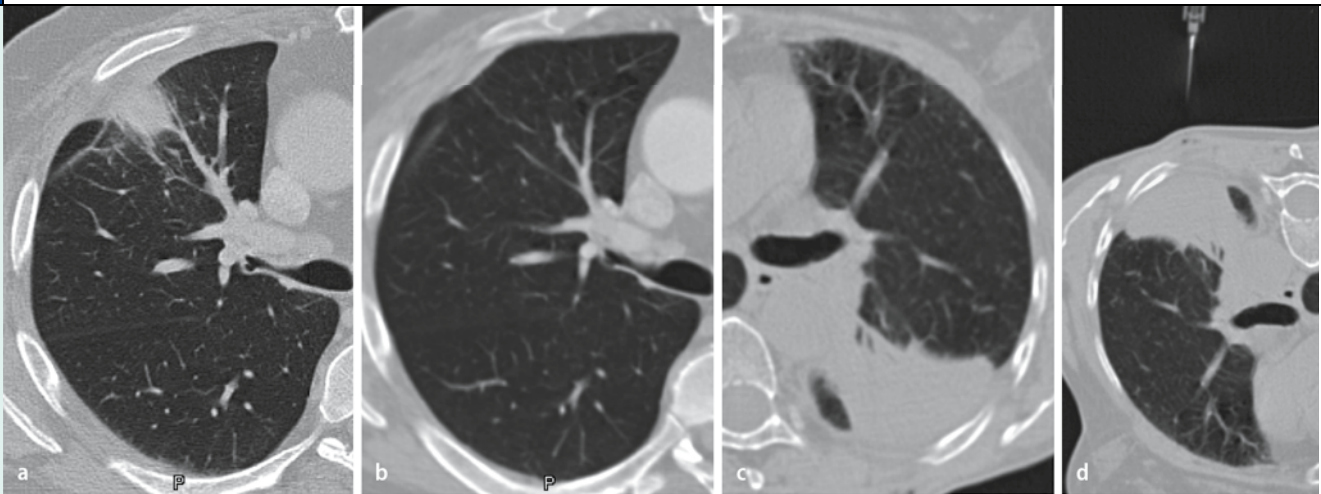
▲ CT-Morphologie von „Restitutio ad integrum“ und Karnifikation: a 38-jähriger Mann ohne Vorerkrankungen mit rundherdartigem pneumonischem Infiltrat im anterioren Oberlappen; b Verlaufskontrolle nach 8 Wochen mit Nachweis einer feinen Parenchymnarbe und diskreter pleuraler Schwiele („Restitutio ad integrum“). c,d 65-jähriger Mann mit chronischem Alkoholabusus; die in der Verlaufskontrolle konstante homogene und scharf begrenzte Konsolidierung im apikalen Unterlappen konnte nur mittels Biopsie zugeordnet werden: Nachweis einer „karnifizierenden Pneumonie“
